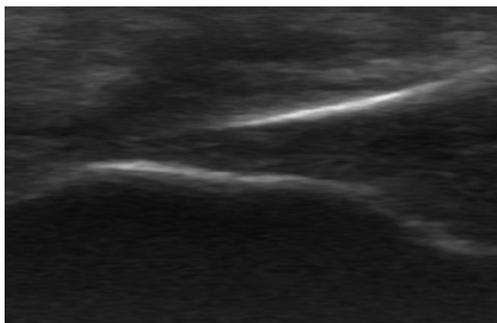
Ultrasonografia calcâneo
